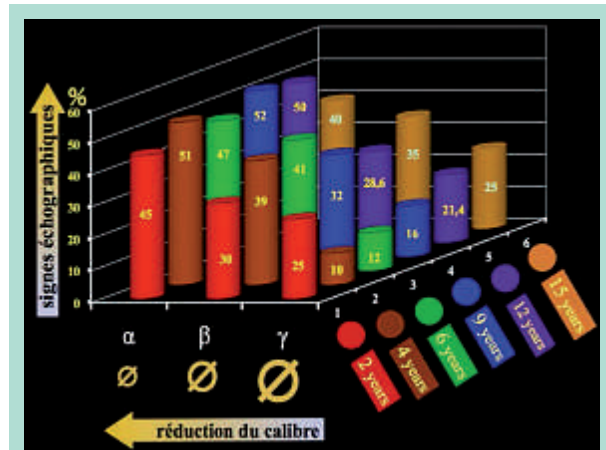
Dans le graphique, on voit l'incidence des modifications échographiques endoluminales (axe Y), pour chaque stade des contrôles (axe Z), par rapport à l'importance de la réduction du calibre (axe X), expression du taux d'incidence des succès cliniques.
